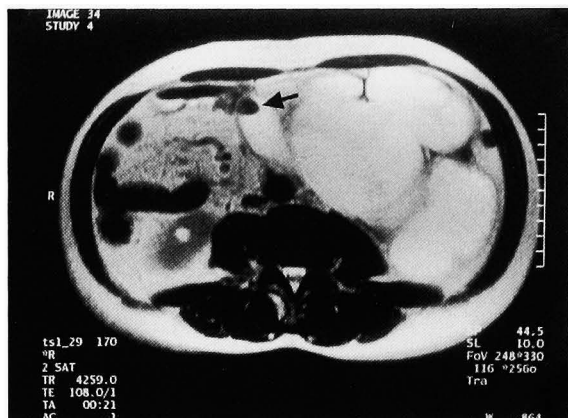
MRI shows severe hydronephrosis of left kidney due to upper ureteral stone (arrow).
